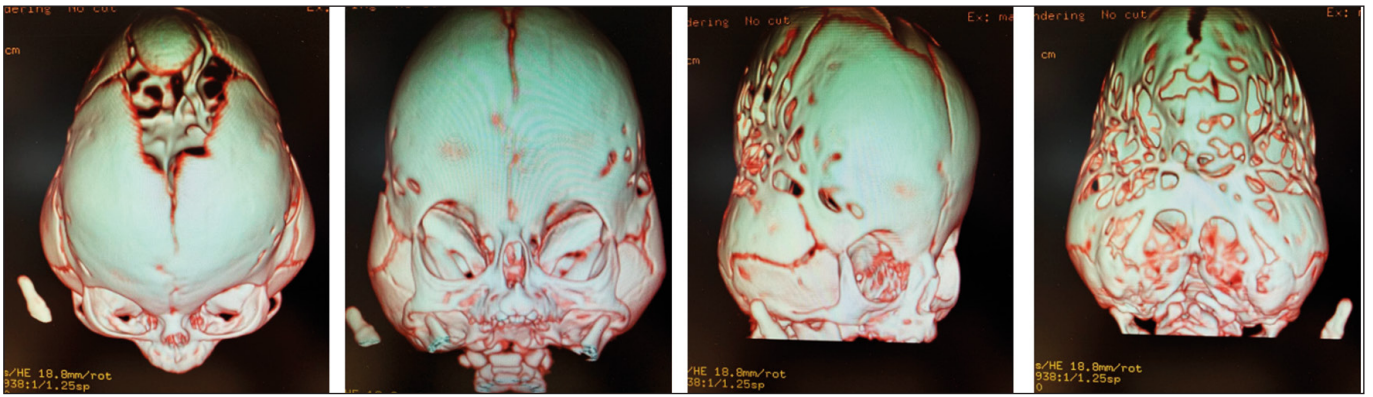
Tomografía craneal con reconstrucción 3D: severa sinostosis con compromiso de sutura metópica, coronal y lambdaidea, áreas de craneola-cunias e hipertensión endocraneal.
